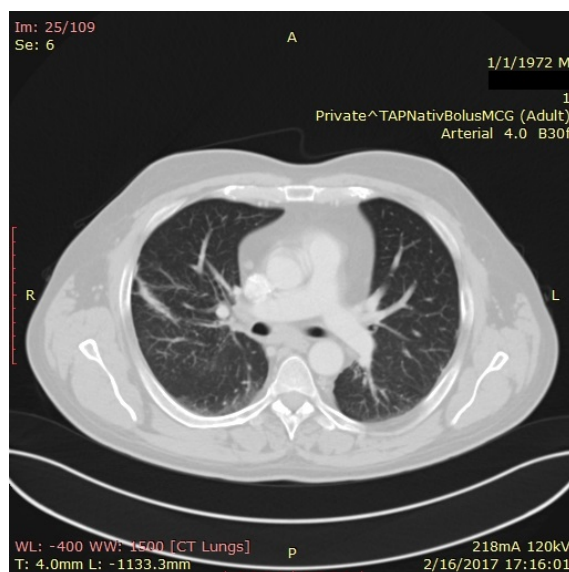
Secțiune de CT toracic din februarie 2017, fereastră de parenchim pulmonar: rezoluția cvasi-completă a leziunilor pulmonare și normalizarea dimensiunilor ganglionare.
